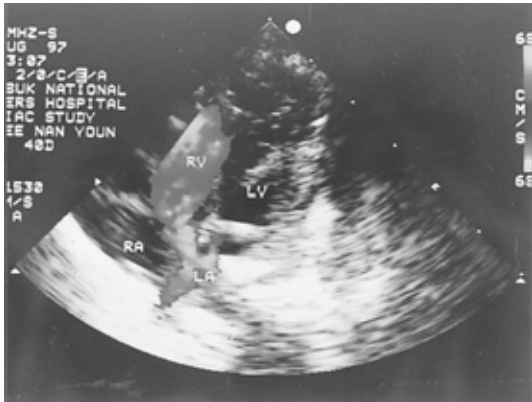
Echocardiogram shows atrial septal defect.
